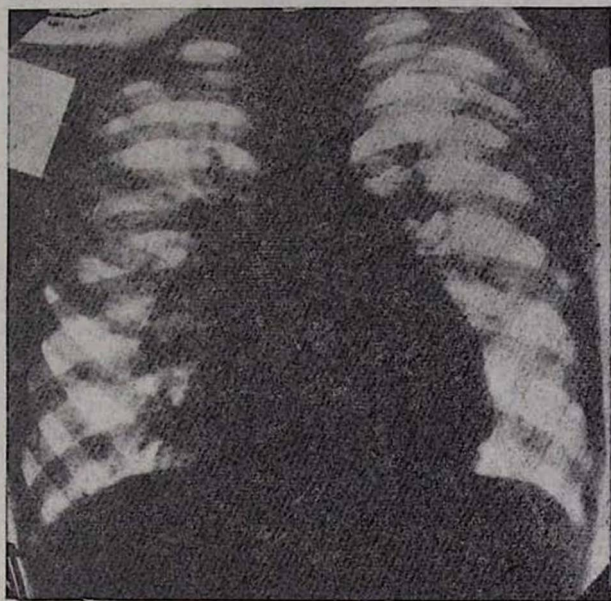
Фазорентгенокардиограмма больного И. Фаза систолы.
